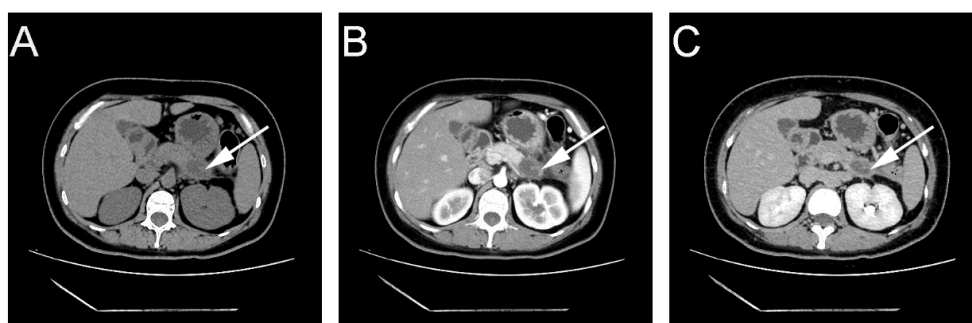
Preoperative CT scans. (A): Plain scan; (B): Arterial phase; (C): Equilibrium phase (white arrow: the space-occupying lesion)
